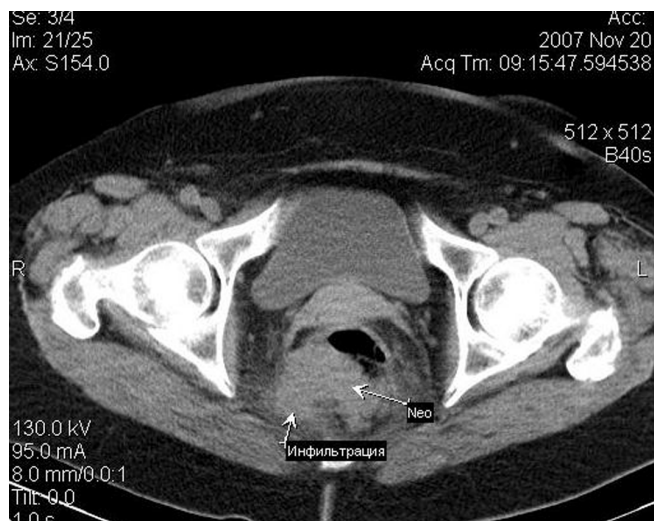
Больная Т., 74 лет. Рак анального отдела прямой кишки Т4N1M0. Спиральная компьютерная томография. На аксиальном срезе — просвет кишки заполняет опухоль (Neo), прорастающая все слои с инфильтрацией параректальной клетчатки по задней поверхности
